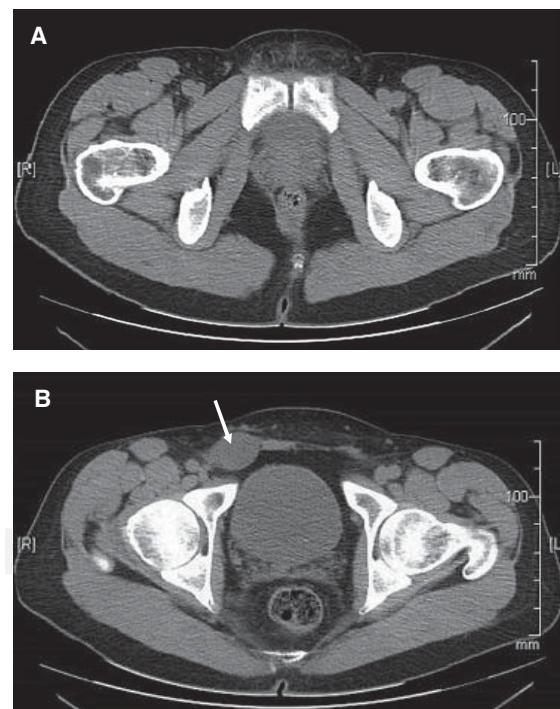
A) Tomografía computada de pelvis, corte axial, en la que se observa: Ausencia de útero, ovarios y anexos, B) corte axial mostrando tumoración de 3.5 × 2.5 cm en conducto inguinal derecho (flecha).
